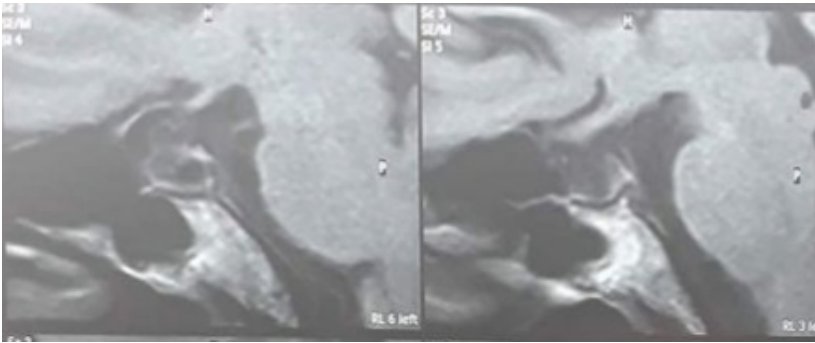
Resonancia Magnética de silla turca simple y con contraste
